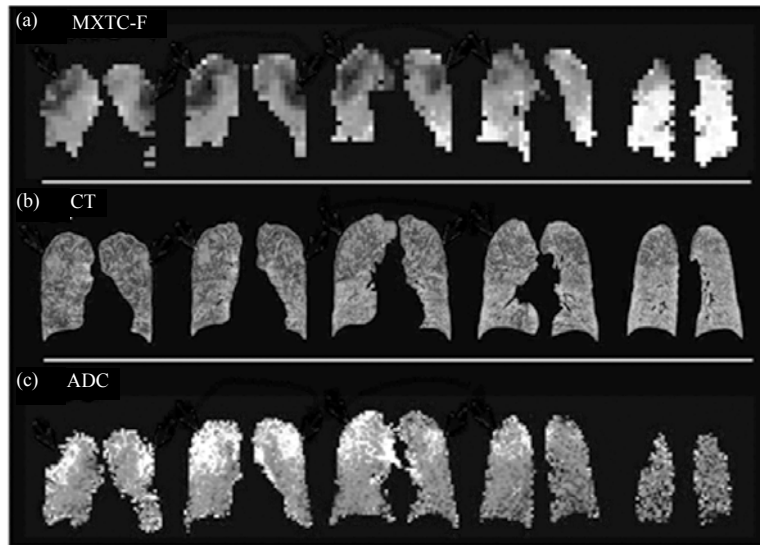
肺气肿患者肺部超极化 ^{129}Xe 成像和 CT 成像对比. (a) MXTC-F 肺部分布图, (b) CT 成像, (c) 超极化 ^{129}Xe ADC 值 (在肺气肿病变区域值变大) 肺部分布图^[69]
